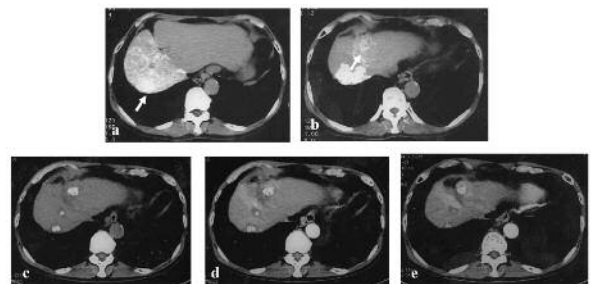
Lip+DSM-TAIにて著効 (CR) が得られた症例 70歳, 男性. a, b : 最大腫瘍径3.1cmの肝細胞癌をS7, S4に計2結節認める (肝動脈CT ; CTHA). c, d : Lip+DSM-TAI 1ヵ月後, 単純CT (c) ならびにdynamic CT (d). 単純CTにて十分なLipiodol集積をそれぞれに認め, 明らかな濃染像は認めない. e : 4ヵ月後のdynamic CT像. 治療部の腫瘍増大はなく, CRと診断した. 治療12ヵ月後に再発を認め, 再度同治療を行い, 54ヵ月生存中 (2011年3月31日現在).
